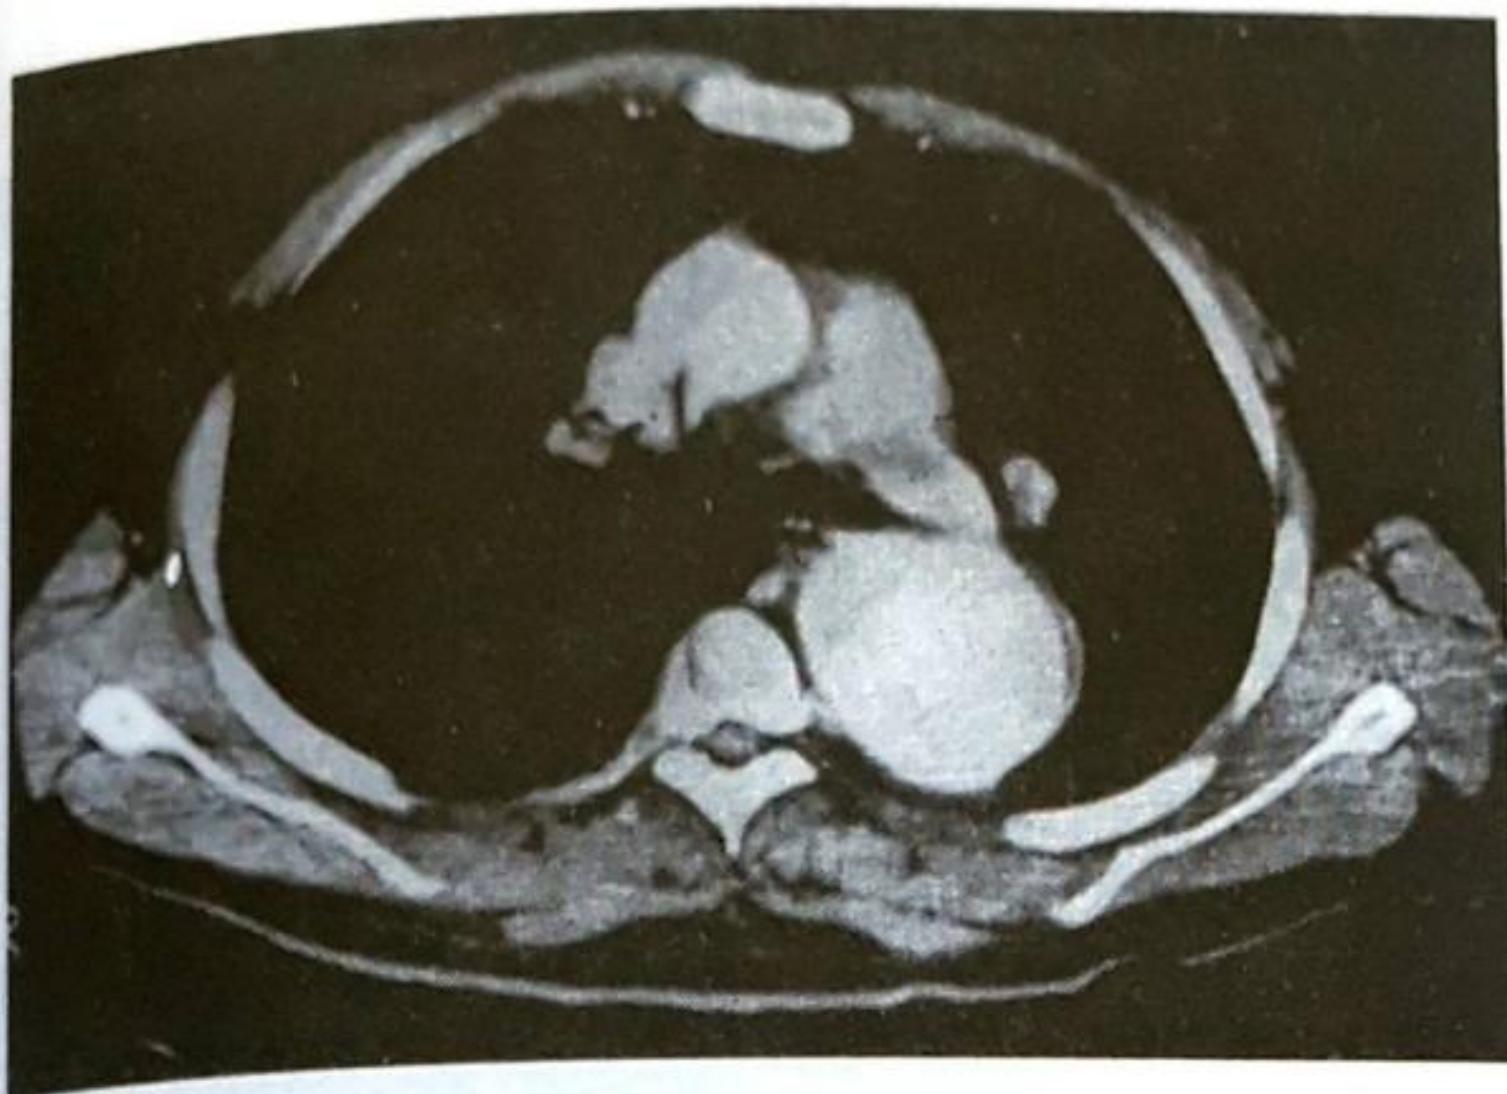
Kronik öksürük etiyolojisine yönelik yapılan tetkiklerinde akciğer grafisinde aort kavsine komşu kitle izlenmektedir.
